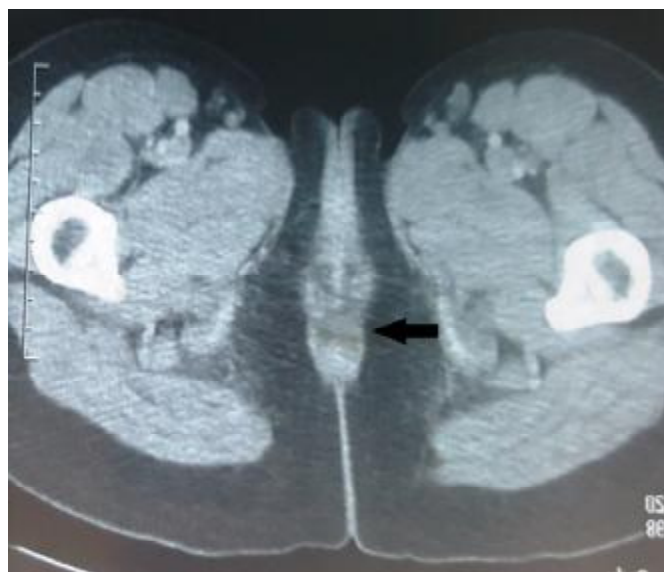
TDM pelvienne avec atteinte de cloison recto-vaginale
